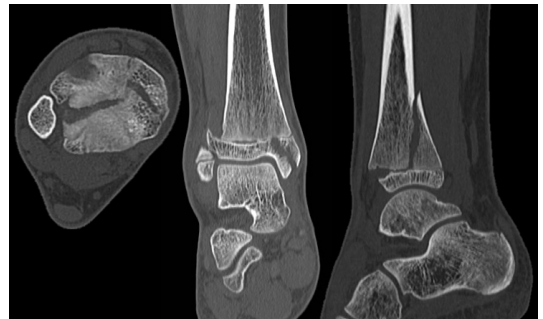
Tomografía computada de tobillo derecho que demuestra una fractura triplanar medial, sin compromiso articular en el plano sagital.
